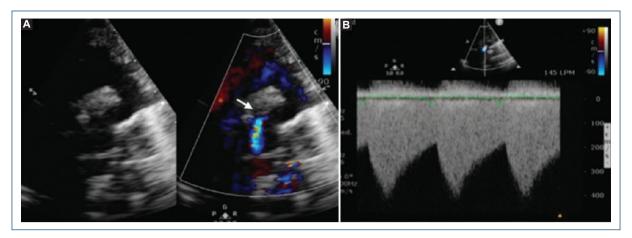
Ecocardiograma transtorácico. A: vista supraesternal, 2D y Doppler color. El sitio de coartación aórtica tiene una luz menor de 1 mm (flecha). B: en el Doppler continuo se observa un gradiente máximo de 64 mmHg.
